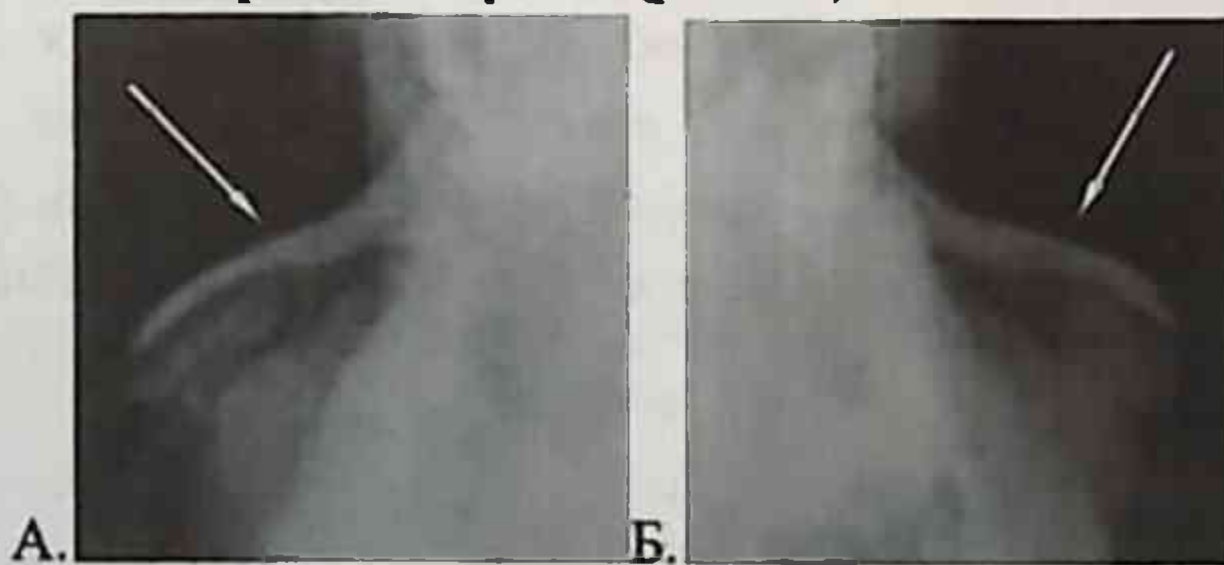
Ш.И., 25л. Перелом спинки носа со смещением вправо. А – проекция справа. Б – проекция слева. Рентгенограмма в боковой проекции.
